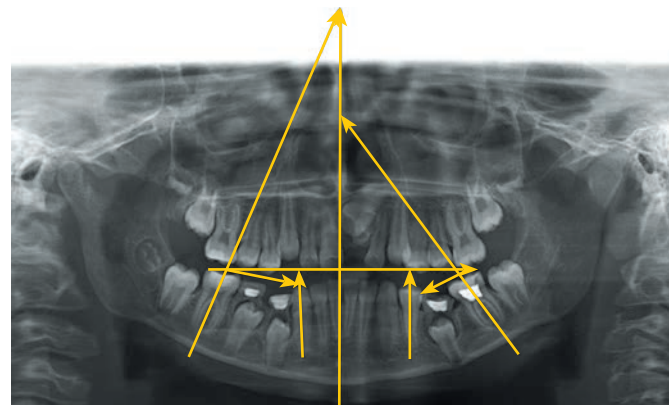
Анализ ортопантомограммы по графическому методу определения биосимметрии строения зубных рядов по Постолаки
